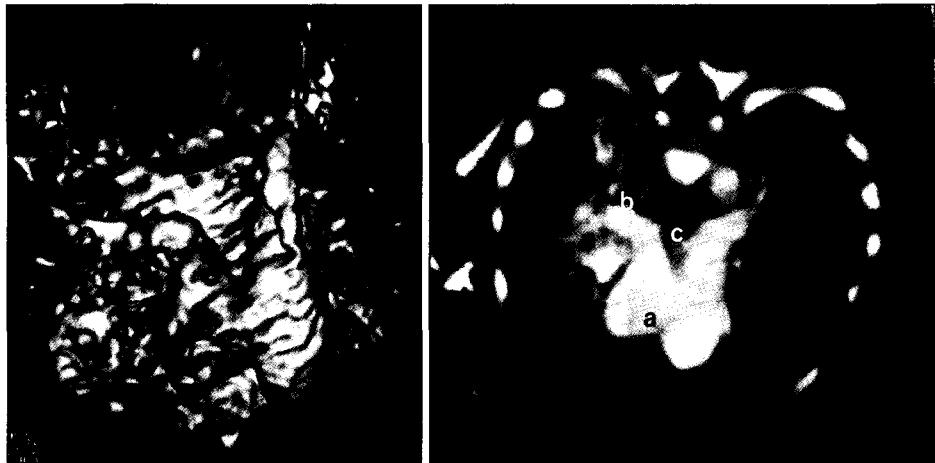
Preoperative 3-dimensional CT. (a) Aortopulmonary window. (b) Right pulmonary artery from aorta (c) Interrupted aortic arch.
